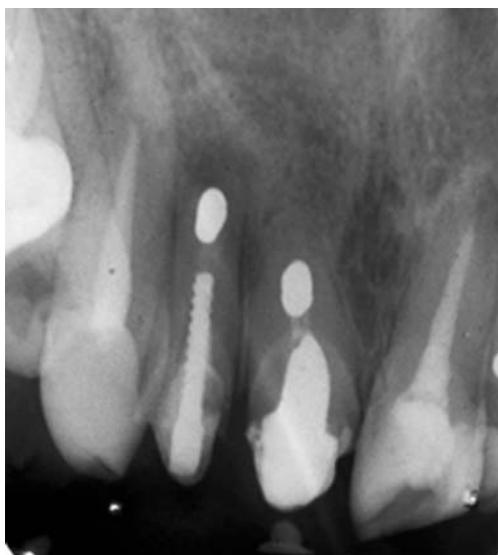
Radiografia periapical inicial
